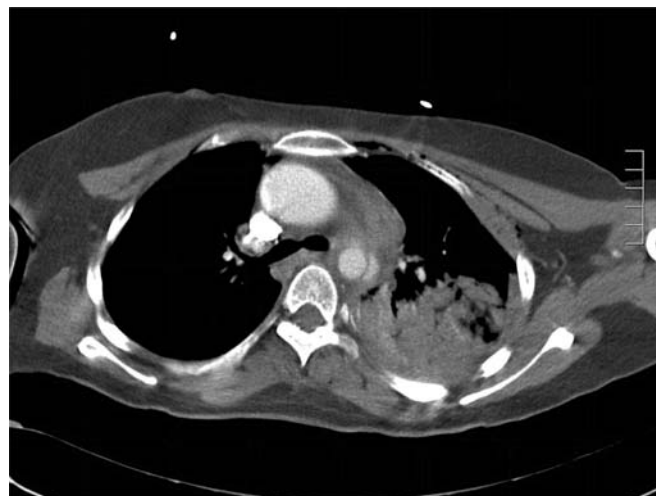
TAC de tórax que ilustra fracturas costales al lado izquierdo compatibles con tórax inestable. Obsérvese el derrame pleural del mismo lado
